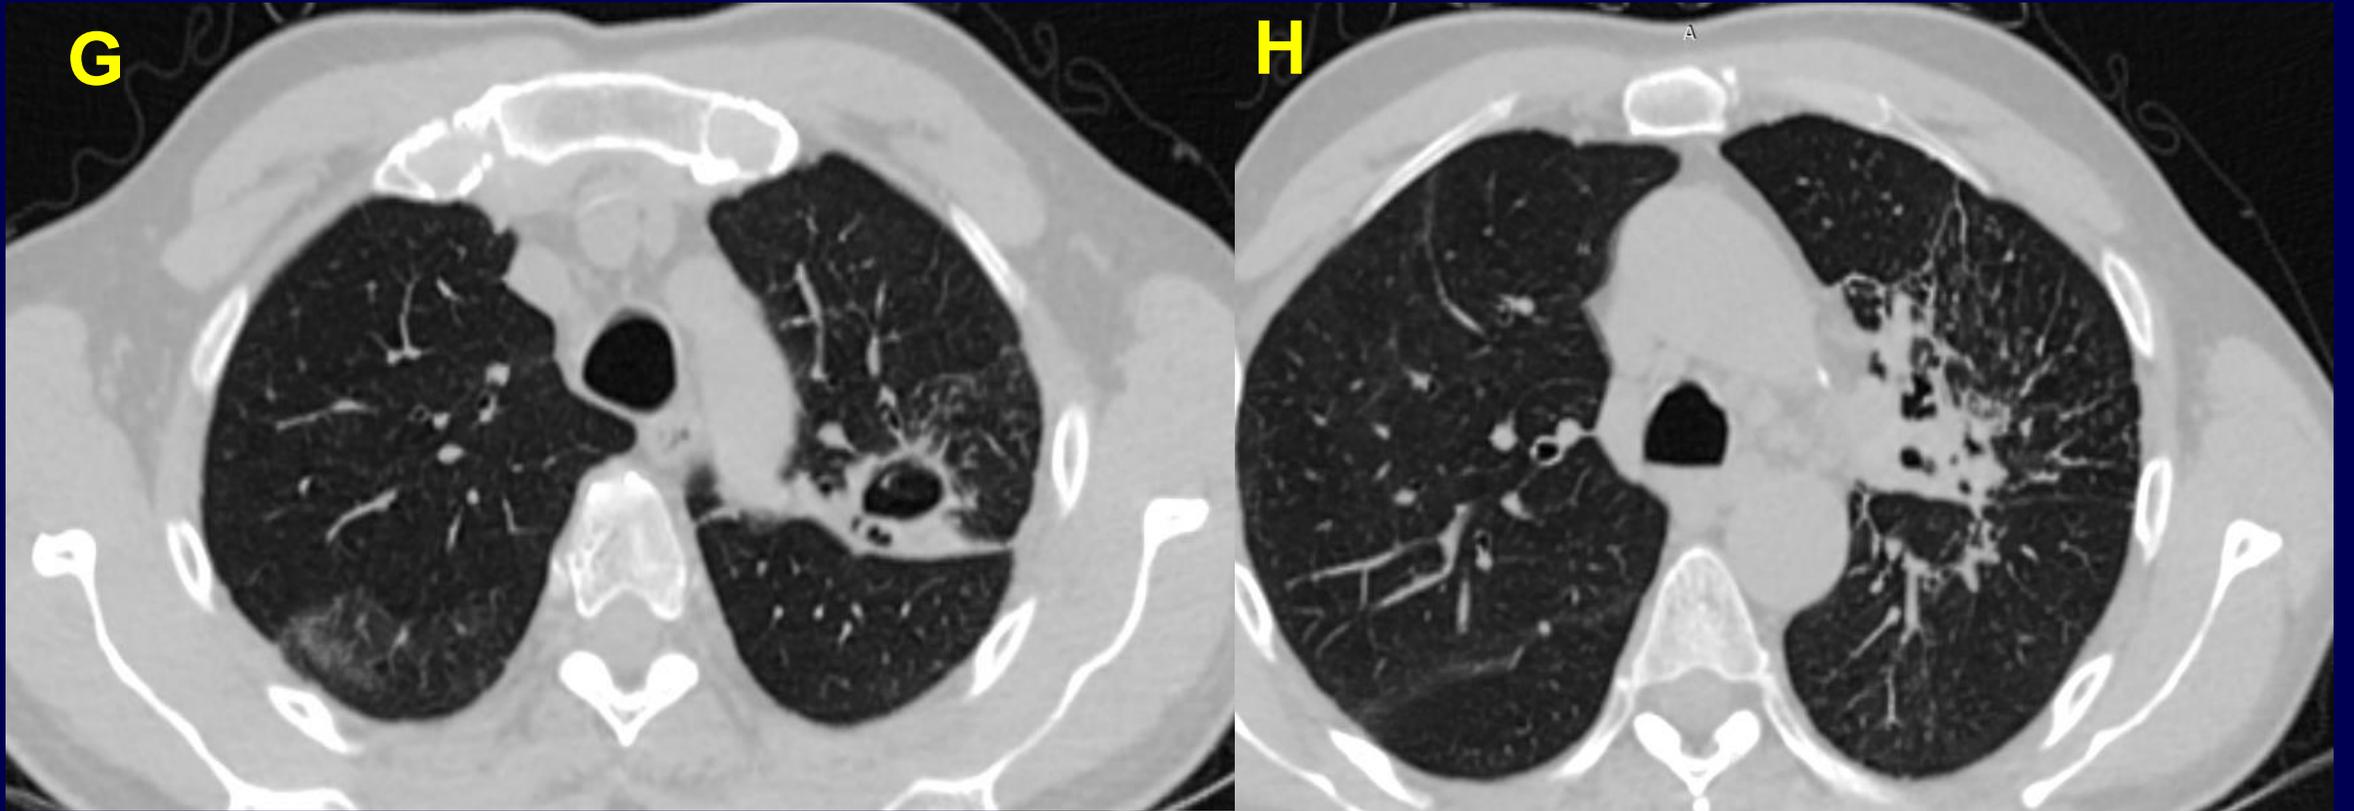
TC de tórax sin contraste en cortes axiales G y H. Paciente con antecedentes de EPOC, quien realizó tratamiento para Aspergilosis hace un año. Reingresa por fiebre y adinamia. *Observamos una cavidad asociada a ligero engrosamiento pleural como signos inflamatorios crónicos.*
